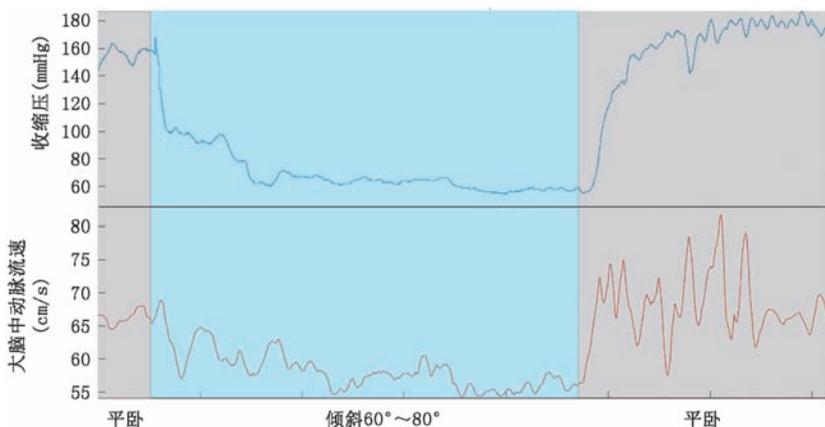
直立倾斜试验中连续血压监测同步经颅多普勒超声大脑中动脉流速评估(本图为原创,由上海交通大学医学院附属瑞金医院提供)
